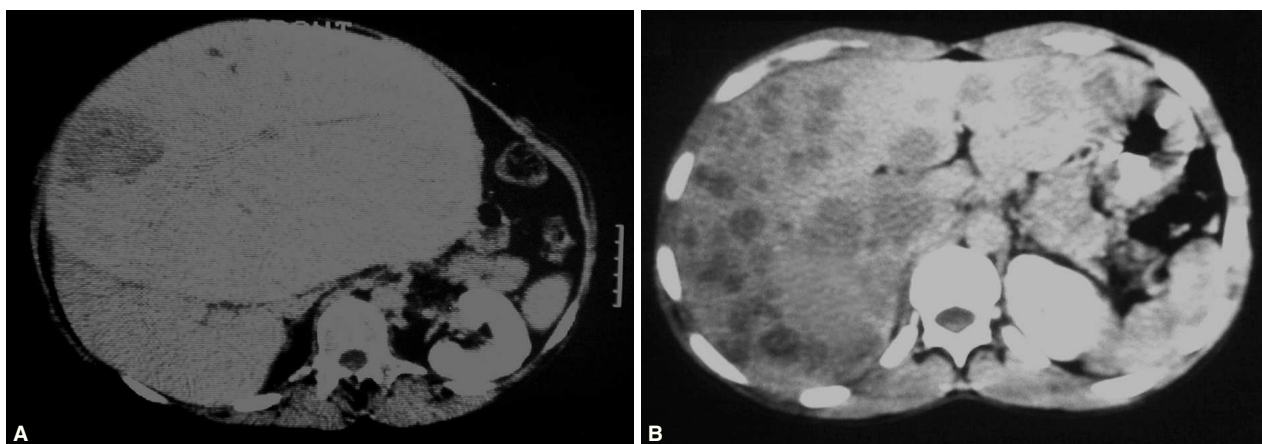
Tomografía computarizada de un paciente trasplantado por un adenoma hepático gigante (a) y de otro trasplantado por metástasis hepáticas de tumor neuroendocrino (b).
